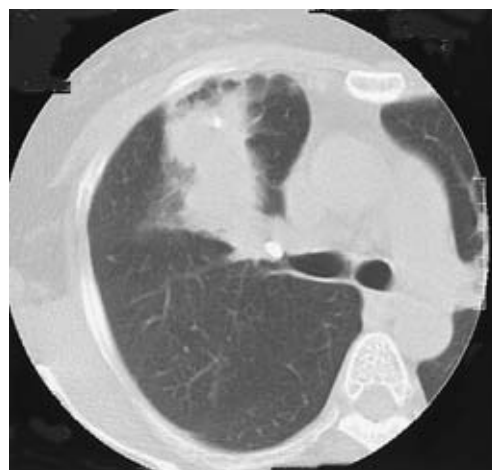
Chest CT obtained on admission, showing infiltrative shadow in right S³ and three small calcifications in the right upper bronchus 5 mm in maximum diameter, lung S³ field 3 mm in maximum diameter, and mediastinum lymph node.
